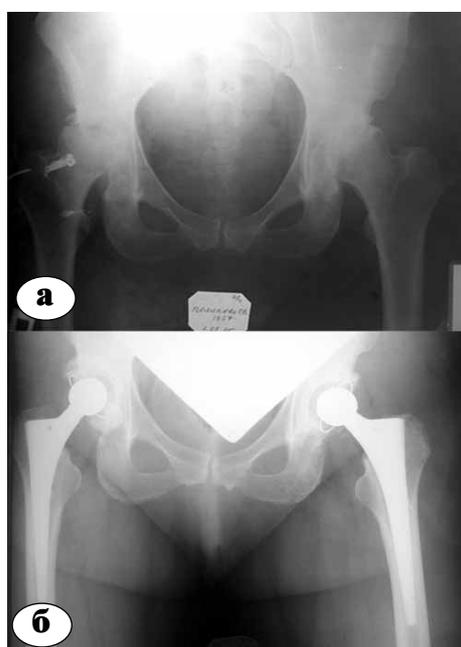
Рентгенограммы больной С.:
